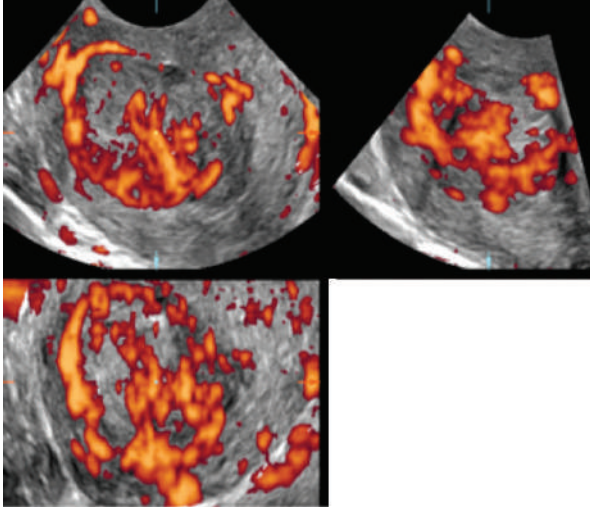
Échographie 3D en mode triplan avec Doppler énergie. Présence d'une masse intra-utérine arrondie avec vascularisation en corolle fortement évocatrice de myome.
